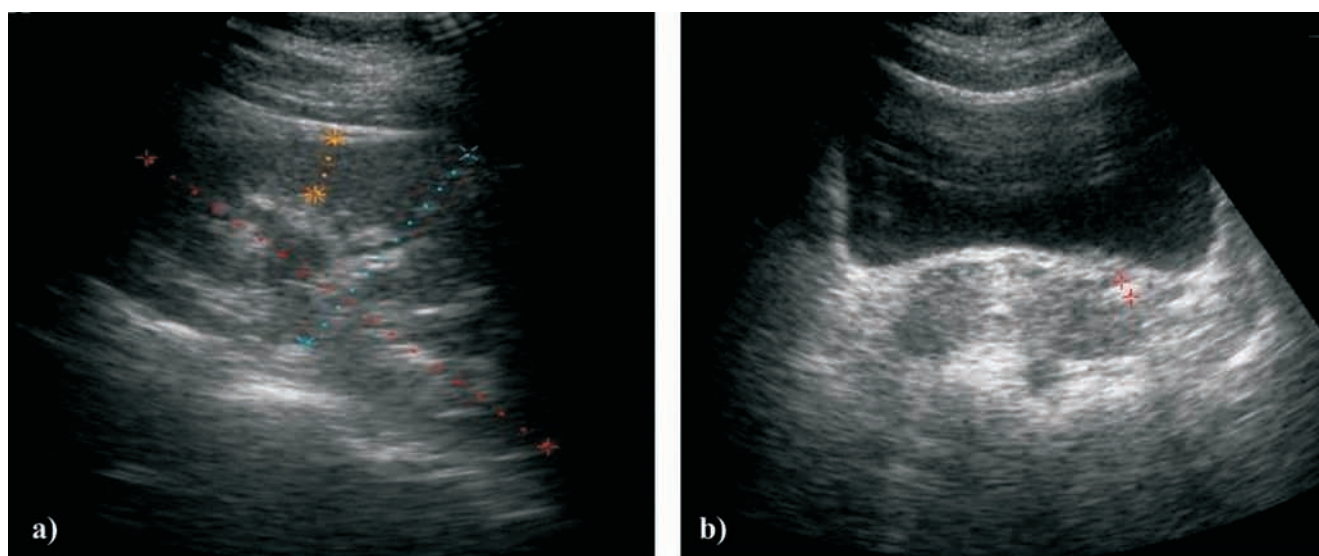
a. USG rinichiului stâng, b. USG vezicii urinare.
